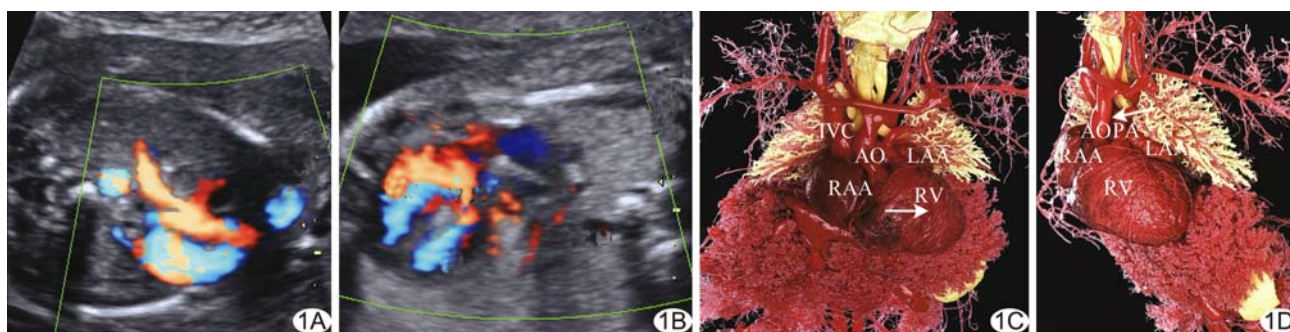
胎儿动脉导管缺如合并右心室双出口 A、B. 产前超声示胎儿动脉导管缺如可能, 肺动脉狭窄(A), 室间隔缺损(B); C、D. 胎儿心血管铸型正面观(C)示右心室双出口, 右心室增大(箭), 铸型左侧观(D)示动脉导管缺如(箭)、肺动脉狭窄 (RV: 右心室; LV: 左心室; VSD: 室间隔缺损; DAO: 降主动脉; IVC: 下腔静脉; AO: 主动脉; PA: 肺动脉; RAA: 右心耳; LAA: 左心耳)
